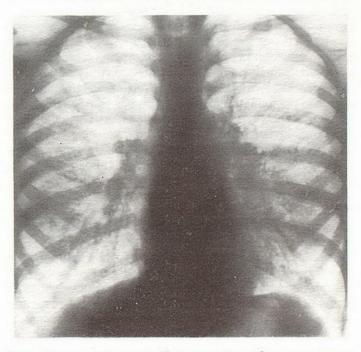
Рентгенограмма грудной клетки ребенка 9 лет с синдромом Вильямса—Кемпбелла (объяснения в тексте).
